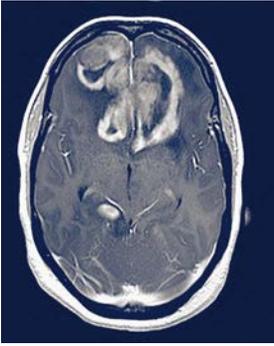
Magnetresonanztomographie (MRT, Kernspintomographie) des Kopfes bei primärem ZNS Lymphom. Das Lymphom zeigt sich als große Raumforderung im Bereich der vorderen Gehirnhälfte.
